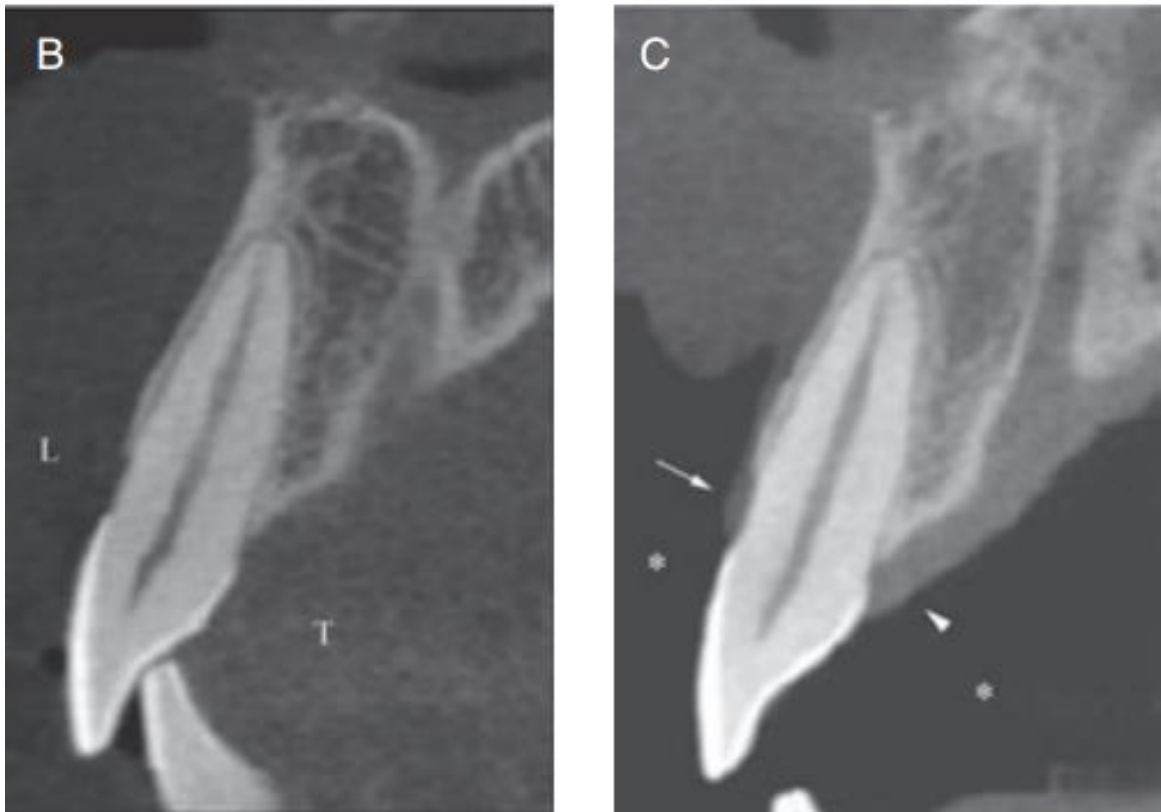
B, CBCT normal. C, ST-CBCT (Januário, Barriviera, & Rodrigues Duarte, 2008).
